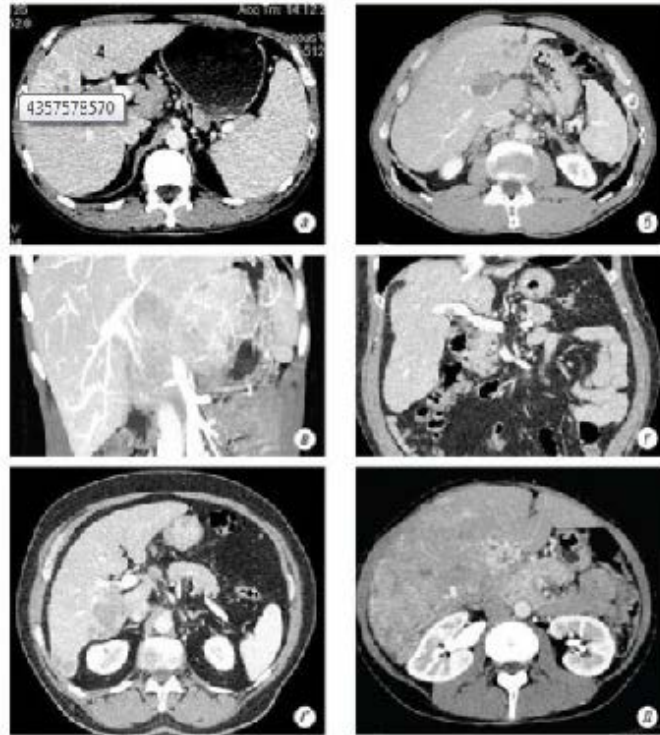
Комп'ютерна томограма печінки, первинний рак (портальна фаза): а) оклюзія правої гілки v.portae (аксіальна проекція), б) оклюзія лівої гілки v.portae (аксіальна проекція), в) здавлення лівої гілки v.portae (корональна проекція), г) оклюзія правої гілки v.portae (корональна проекція), е) проростання в праву гілку v.portae і НПВ (аксіальна проекція), д) поширена пухлина с розвинутим патологічним (мезопортальним) кровотоком (аксіальна проекція)
